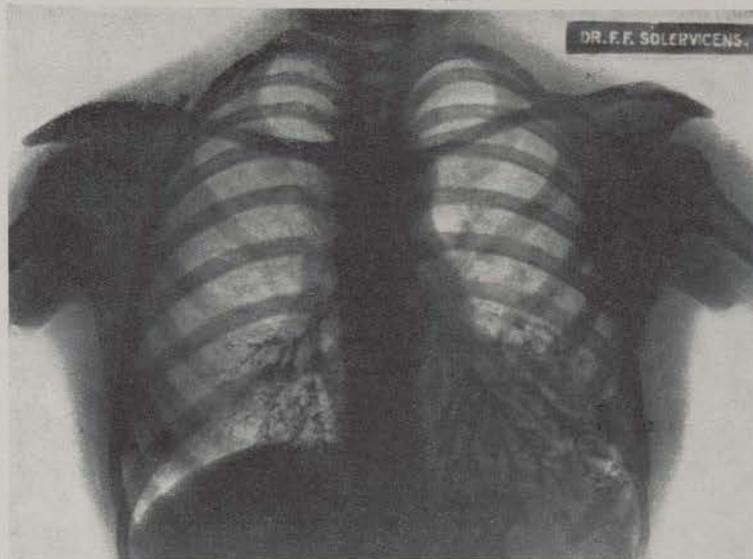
Radiografía previa instilación de lipiodol en los bronquios. Las ramificaciones bronquiales inferiores aparecen formando tubos más gruesos que los normales y en sus partes terminales pueden notarse formaciones nodulares
